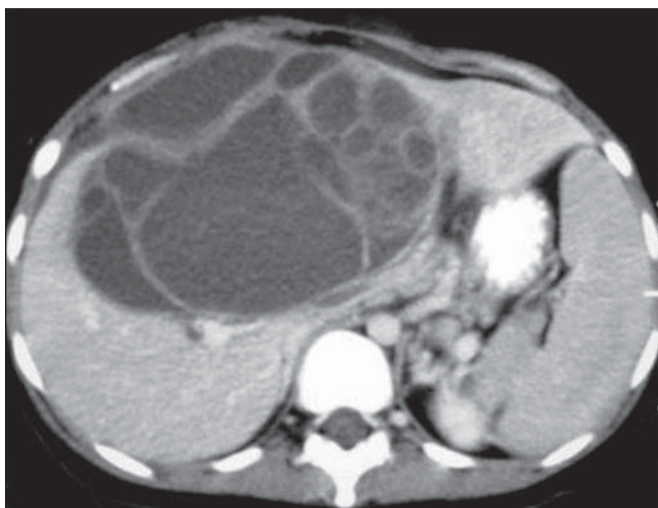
Mulher, 42 anos, sem antecedentes, com queixa de massa palpável dolorosa no epigástrico. TC pós-contraste na fase portal mostra lesão cística multiloculada, com septos internos espessos, que se realçam após injeção de meio de contraste. O diagnóstico da lesão foi um cistoadenocarcinoma biliar.
